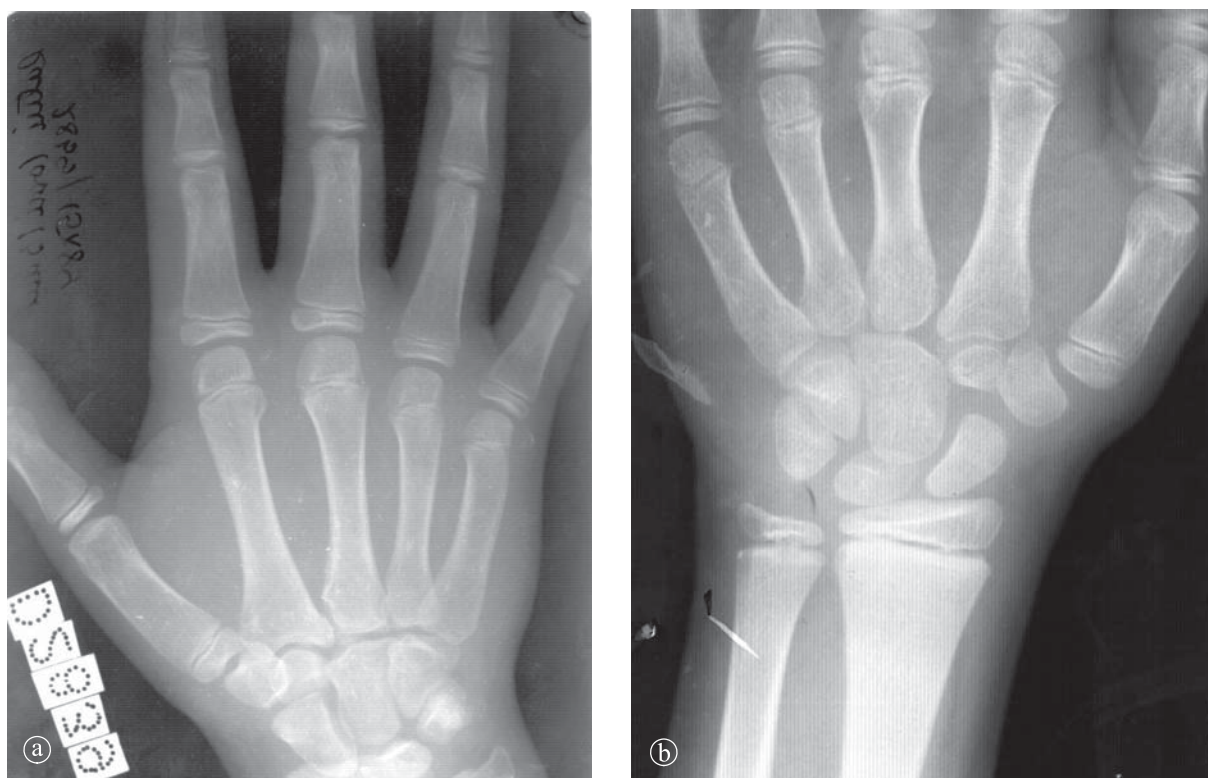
Radiografie mâini. Aspect normal. a) 13 ani; b) 16 ani.
